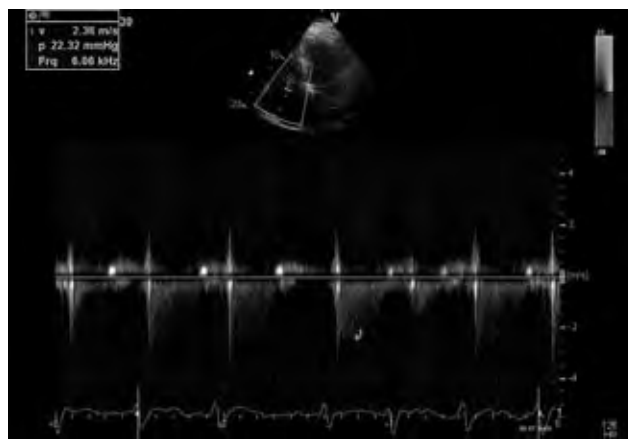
Doppler continuo del flusso tricuspidale: gradiente ventricolo-atriale destro stimato nei limiti di normalità.
